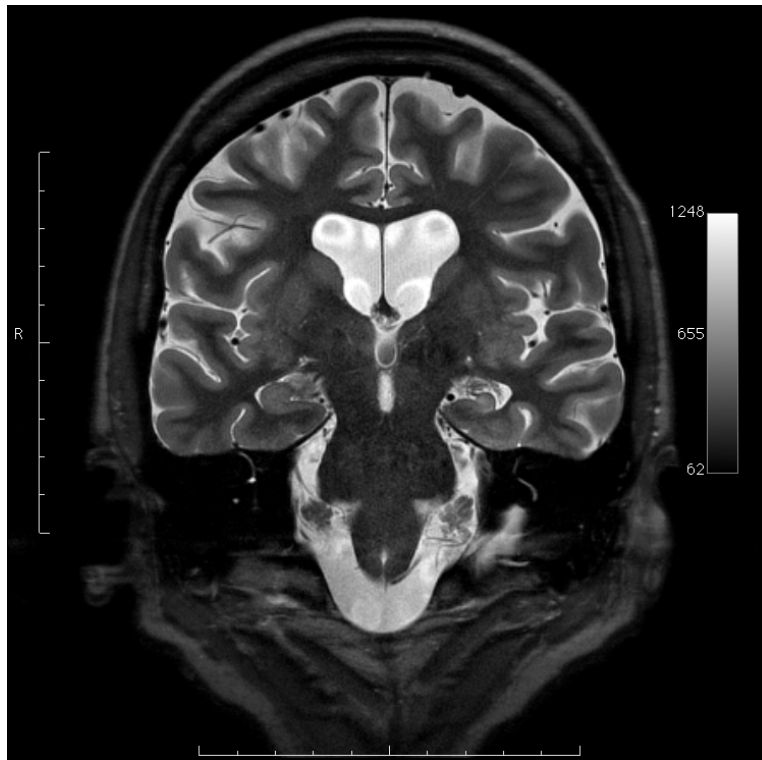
STIR-MRT mit Hippocampusfokus/Spezialangulierung (3 Tesla) eines Patienten mit linksseitiger Hippocampussklerose
